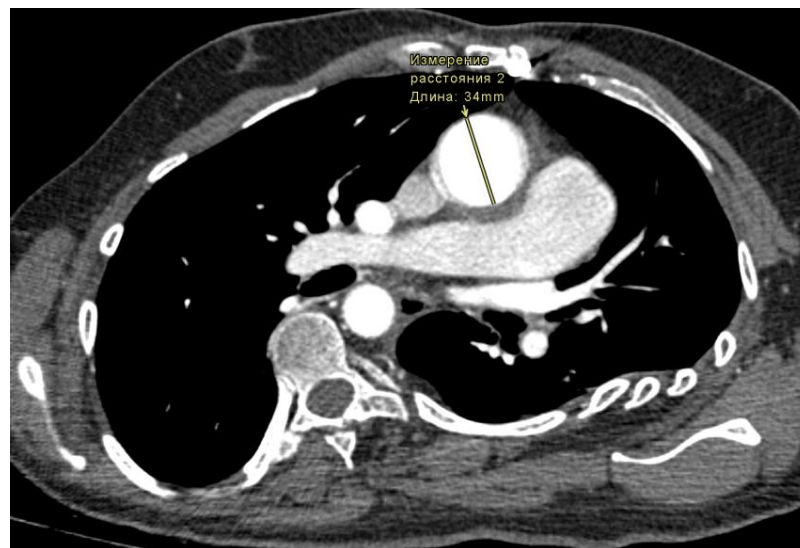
Контрольное исследование КТ ОГК (после введения контрастного вещества) после оперативного лечения. Диаметр восходящей аорты 34 мм (до операции 58 мм)
